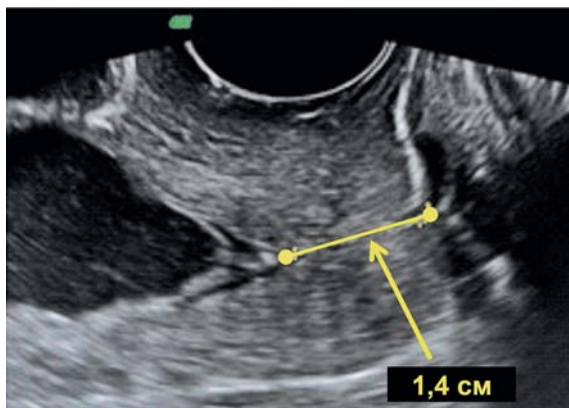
Укорочение шейки матки при цервикометрии (УЗИ)
